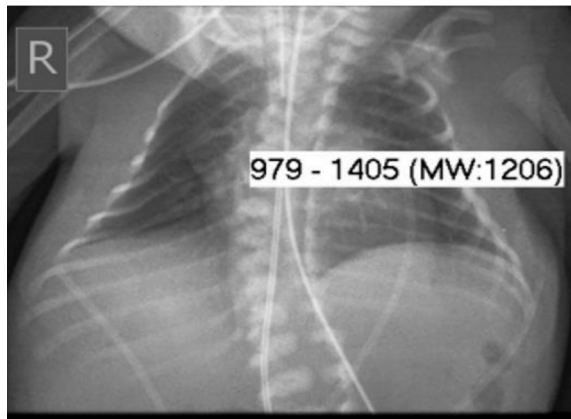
Рентгенограма грудної клітки дитини з важкою формою природженого сколіозу. На рентгенограмі видно деформовану, дзвоникоподібну грудну клітку, потовщені ніжки дуг грудних хребців, широкий, в поперековому відділі, хребцевий канал
